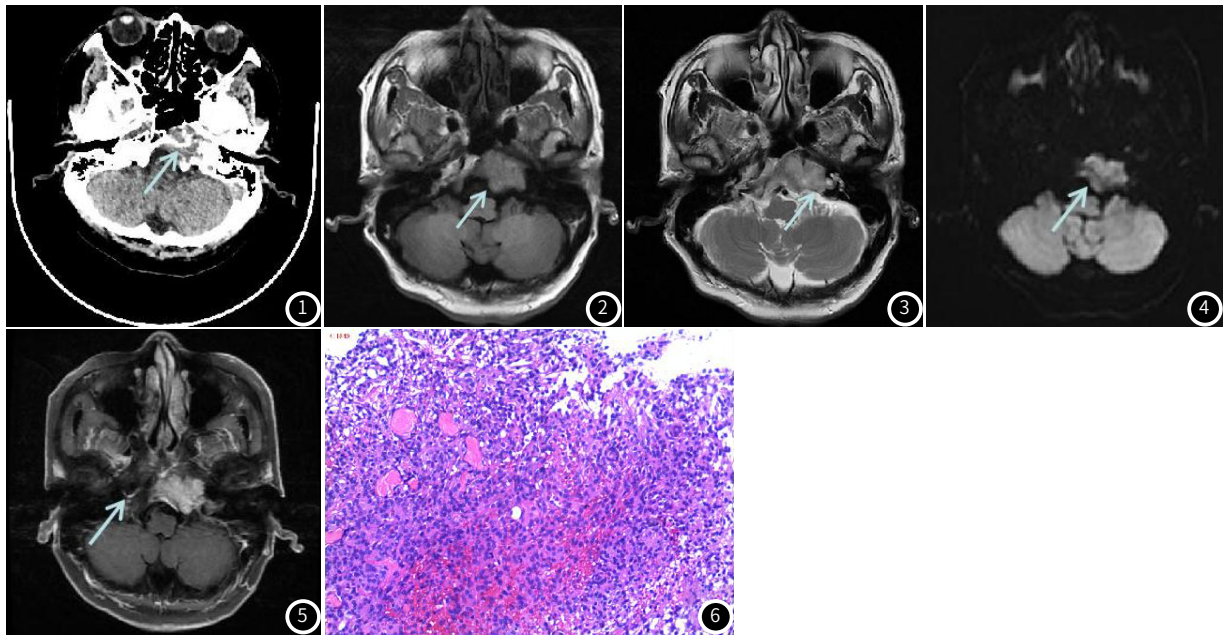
岩斜区骨质内脑膜瘤CT平扫图像。局部溶骨性骨质破坏伴实性新生物形成。
